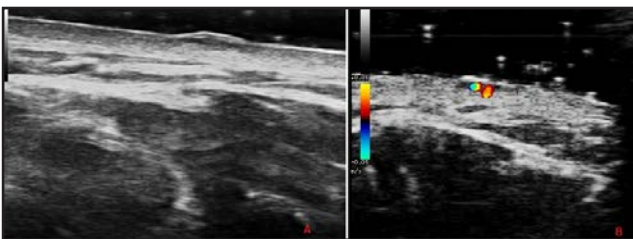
CBC superficial hombro. Imagen A. (Corte longitudinal; modo B; 18 Mhz) Imagen hipoeicoica, aplanada, subepidérmica, bien delimitada. No se observan prolongaciones hipoeicoicas a dermis subyacente. B. Estudio doppler de la misma lesión. Obsérvese la presencia de vascularización intralesional.
